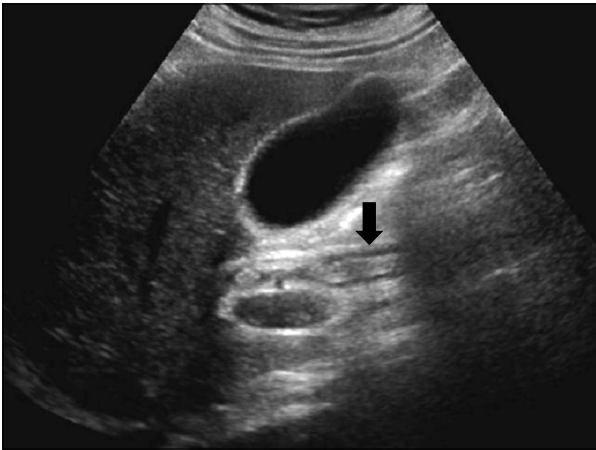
Ultrasound finding. A hyperechoic double rim layer material was noted on the extrahepatic bile duct (arrow). It was initially thought as ascariasis.
